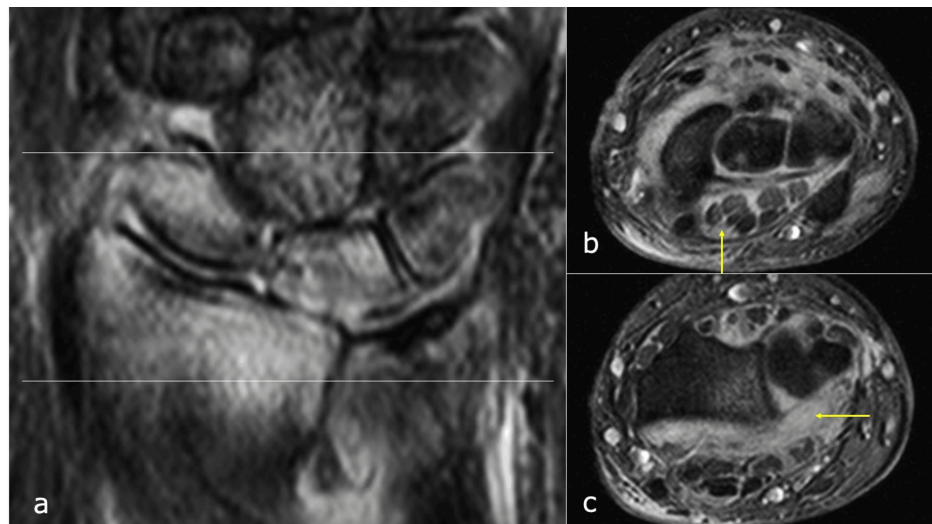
Magnetic resonance imaging three weeks after Kirschner wire removal.
